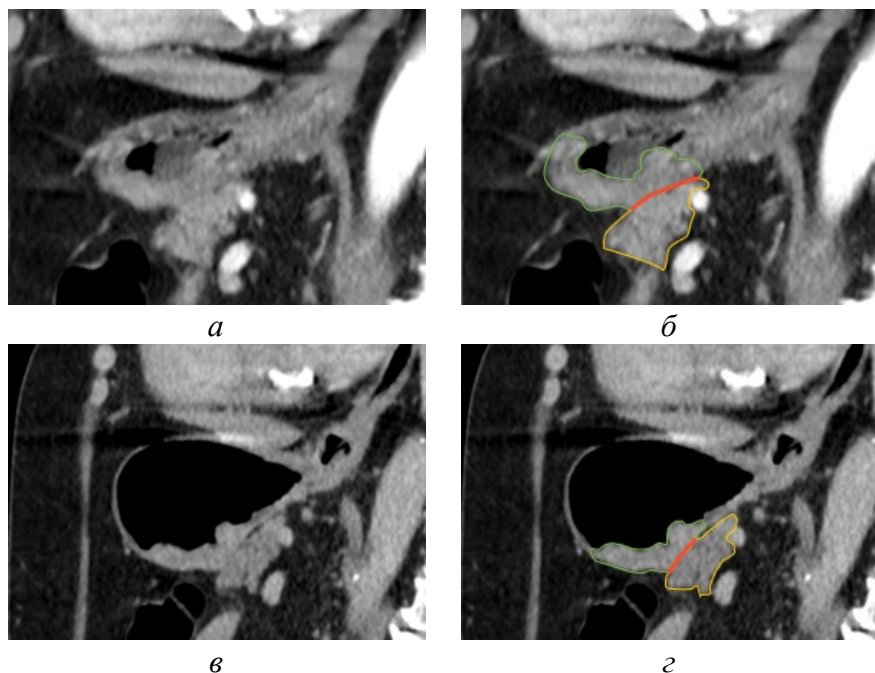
КТ до и после раздувания желудка. На томограммах выполненных до раздувания опухоль (зеленая линия) визуально неотделима от тела поджелудочной железы (желтая линия), отсутствует прослойка жира между ними (красная линия). После раздувания опухоль изменила положение и пятно контакта сместилось на переднюю часть тела поджелудочной железы: а – до раздувания желудка, б – аннотированное изображение до раздувания желудка, в – после раздувания желудка, г – аннотированное изображение после раздувания желудка [оригинальный рисунок].
